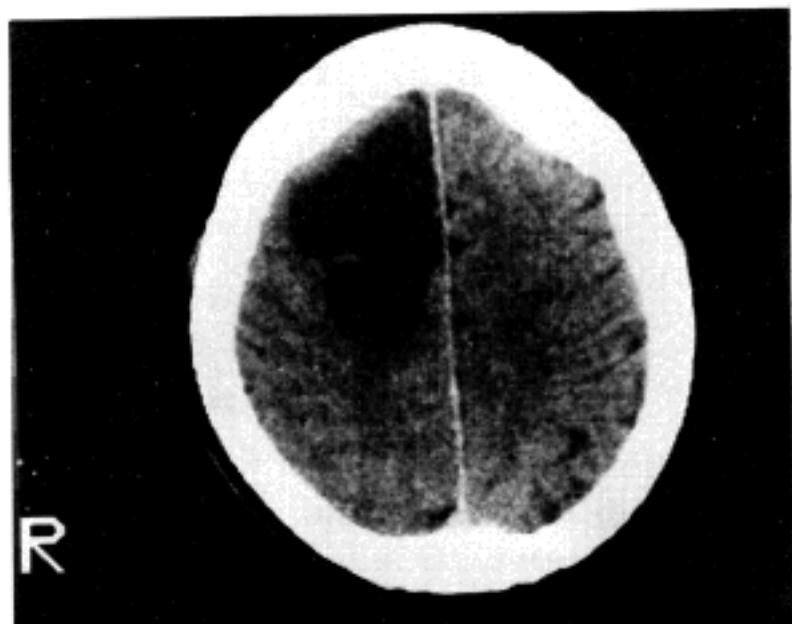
Computed tomograph of the brain showing a large cystic mass with low density in the right frontoparietal region.
